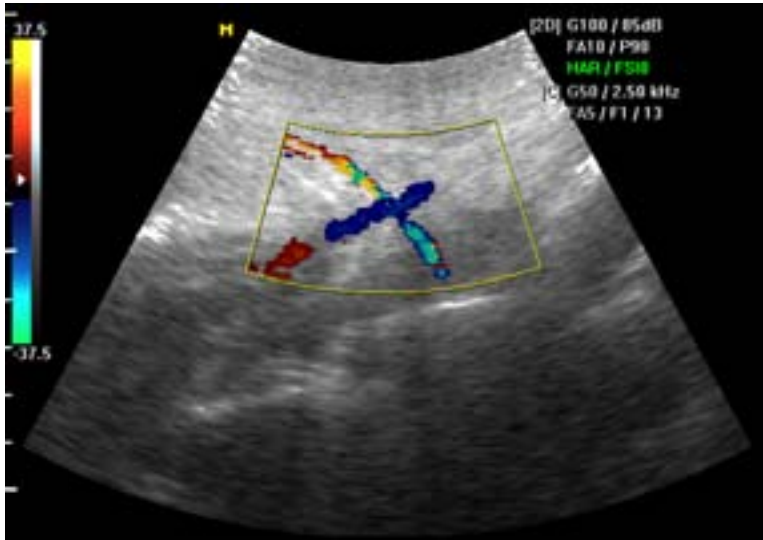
Doppler de la arteria uterina.
